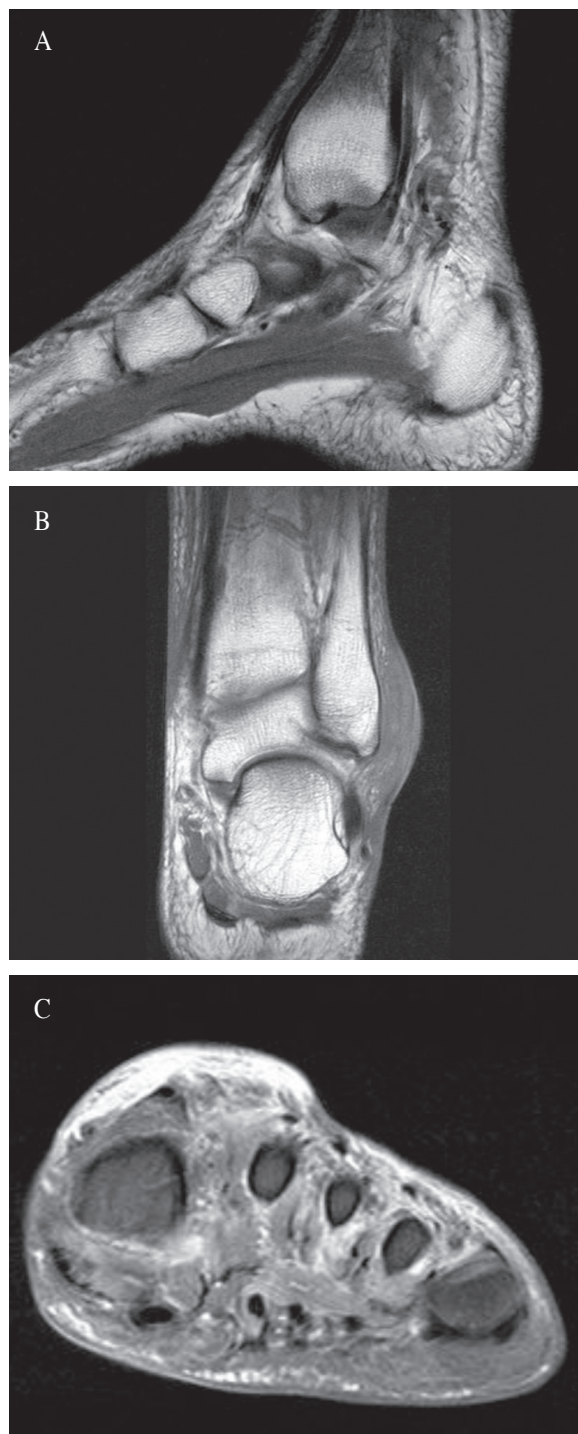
MRI finding of left ankle and foot. A) Subcutaneous fat tissue swelling and edema of lower leg and foot, B) Ulcerative lesion with abscess formation over lateral malleolus, C) Pus collection in lateral aspect of dorsum of foot.
